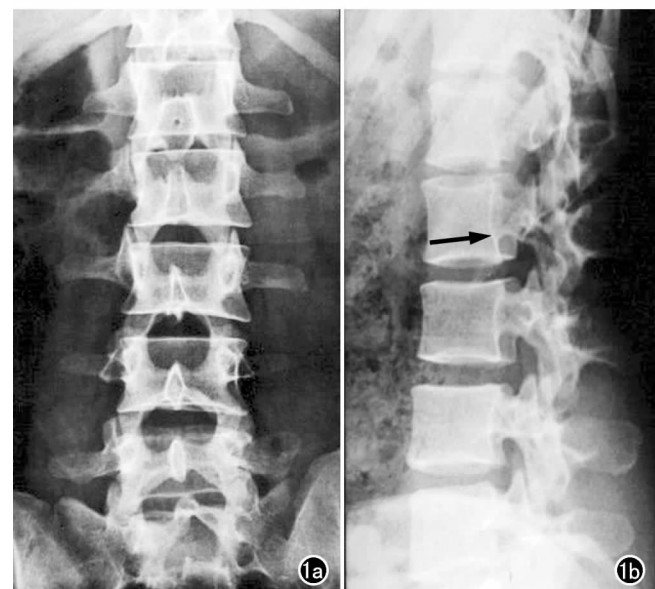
腰椎平片。a) 正位片示 $L_1 \sim L_4$ 椎体椎弓间距增宽, L_1 椎体两侧椎弓根、 $L_2 \sim L_4$ 椎体右侧椎弓根受压变小; b) 侧位片示 L_{1-4} 椎体后缘见浅弧形压迹(箭)。
